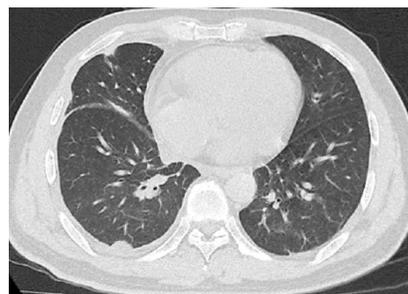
2022年4月30日非结核分枝杆菌1例胸部CT检查像(右侧胸腔包裹性积液较前减少,胸膜下结节明显缩小)
